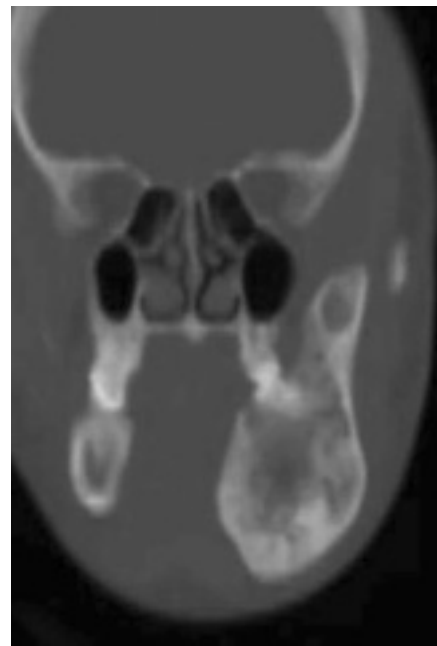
Coronal computed tomography view of the mandible (bone window setting) demonstrating the unaffected right mandible as well as the affected left mandible.
